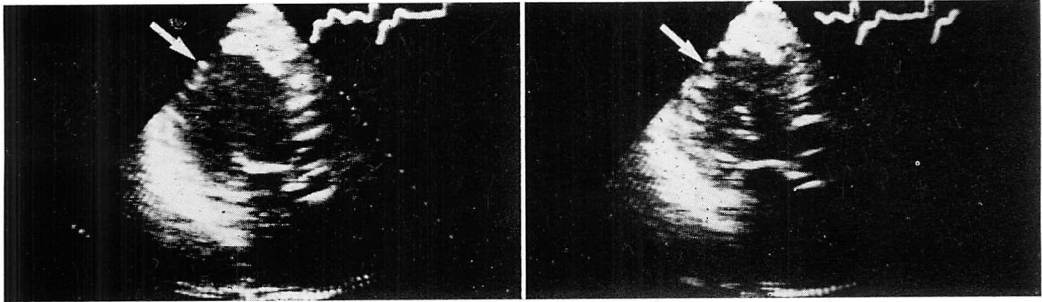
An example of analyzed points in two-dimensional echocardiograms.
